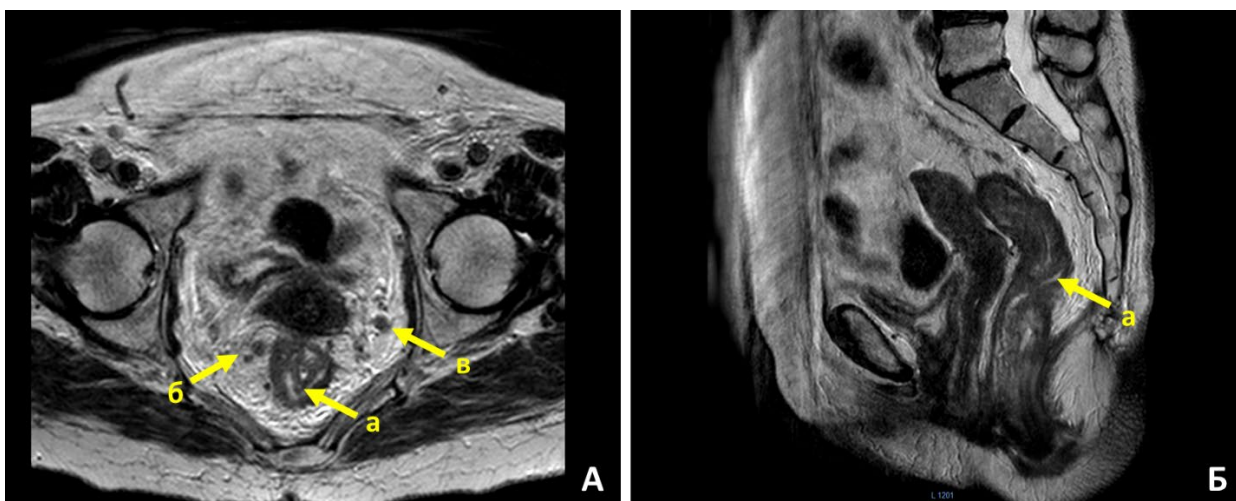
МРТ малого таза без усиления в аксиальной (А) и сагиттальной (Б) проекциях: а – первичная опухоль; б – лимфоузлы мезоректума с признаками метастатического поражения; в – метастатический узел по ходу внутренних подвздошных сосудов слева
